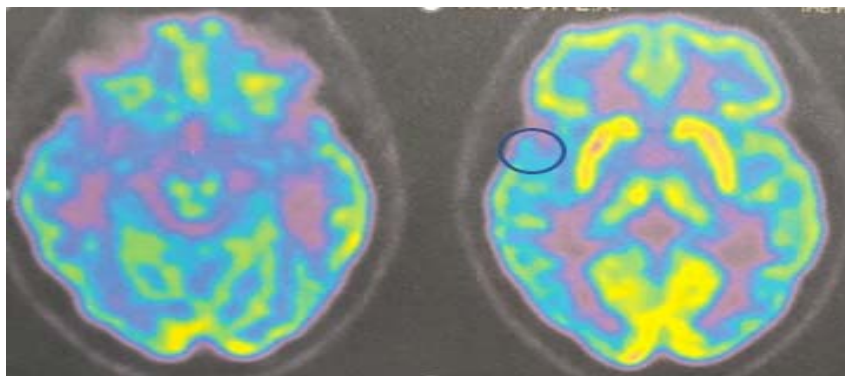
ПЭТ. Минимальные признаки гипометаболизма в полюсе правой височной доли.
